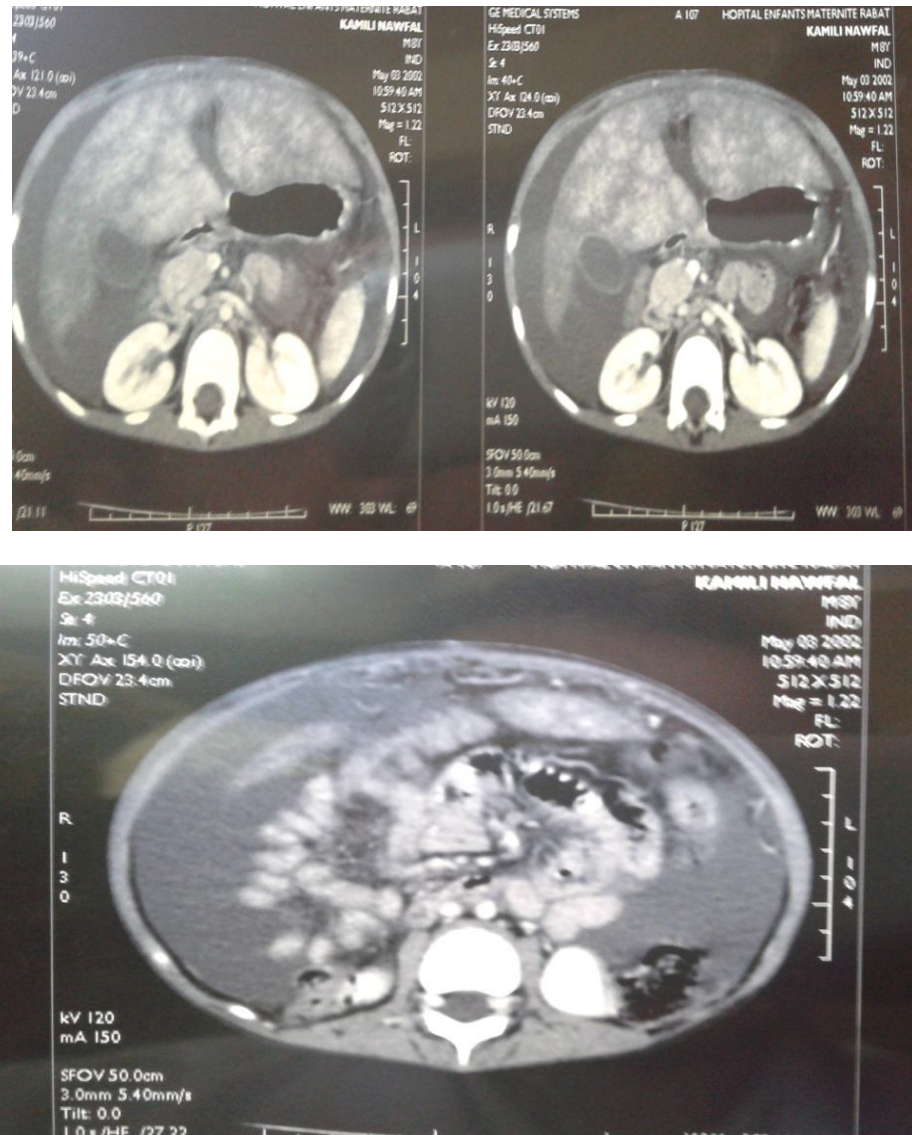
TDM abdominale objectivant (en haut) un foie dystrophique de densité hétérogène avec une ascite de grande abondance et (en bas) des voies de dérivation.
